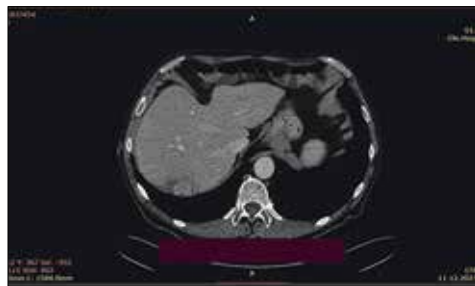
КТ 11.12.23 – вогнища після 2-ї лінії FOLFIRI
